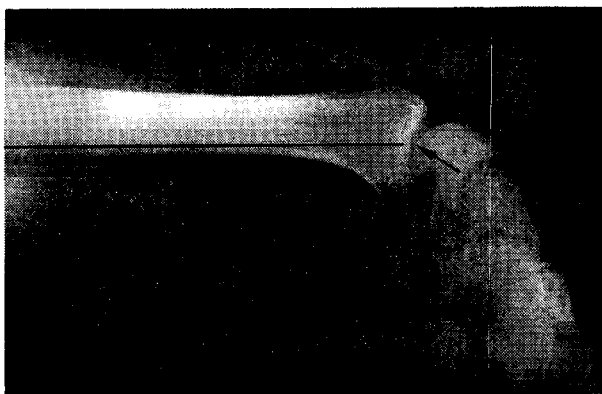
Radiografia de perfil de um punho normal em flexão máxima activa. O ponto de aplicação do semilunar, representado pelo seu eixo, coincide com o centro da faceta articular do rádio.
